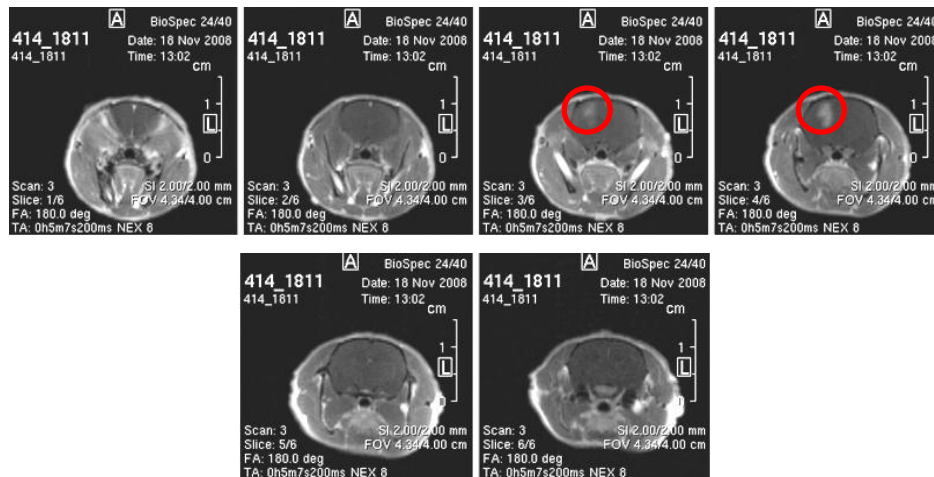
MRT-Aufnahmen eines Rattengehirns
